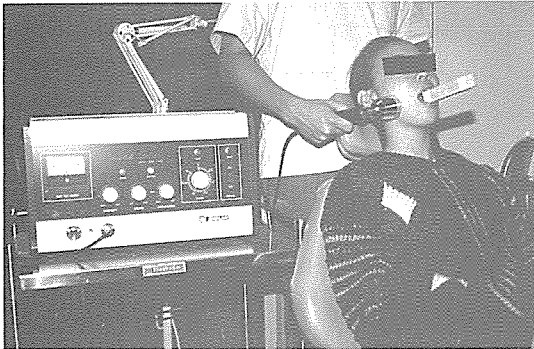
초음파치료(ultrasound therapy)
